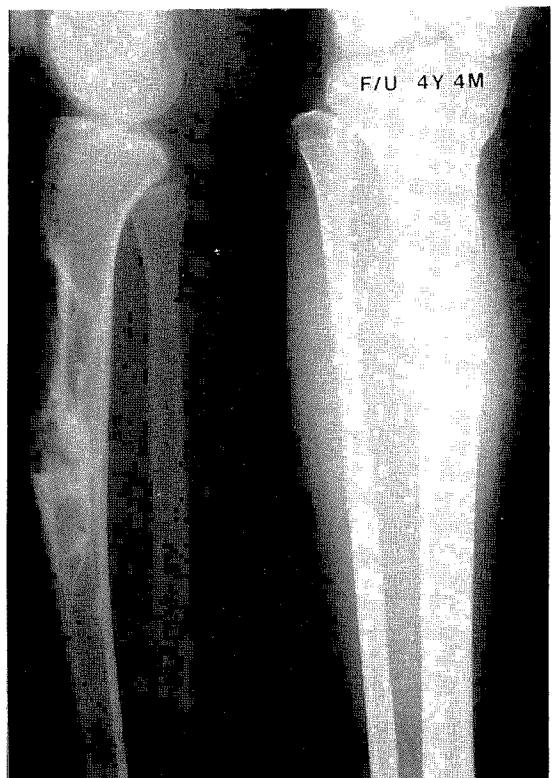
after 4 year 4 months follow up, radiograph shows more enlarged and sclerotic changed on the posterior margin of lesion, also shows more decreased and well demarcated osteolytic lesion of proximal tibia
